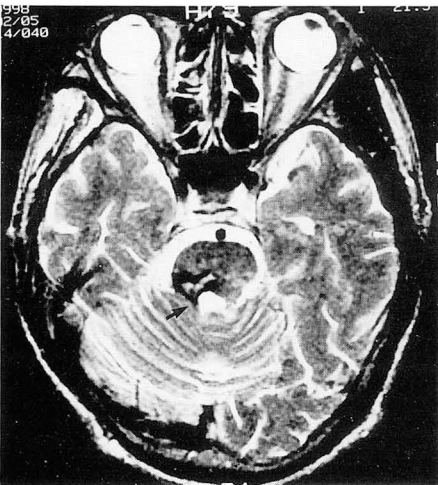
A, B. Proton-density-weighted axial image and contrast-enhanced T1-weighted coronal image. The MR images show underlying pontine hemorrhage which extends to right central tegmental tract(arrow). C. Ipsilateral olivary is slightly enlarged and shows increased signal intensity on proton-density-weighted image(arrow).
